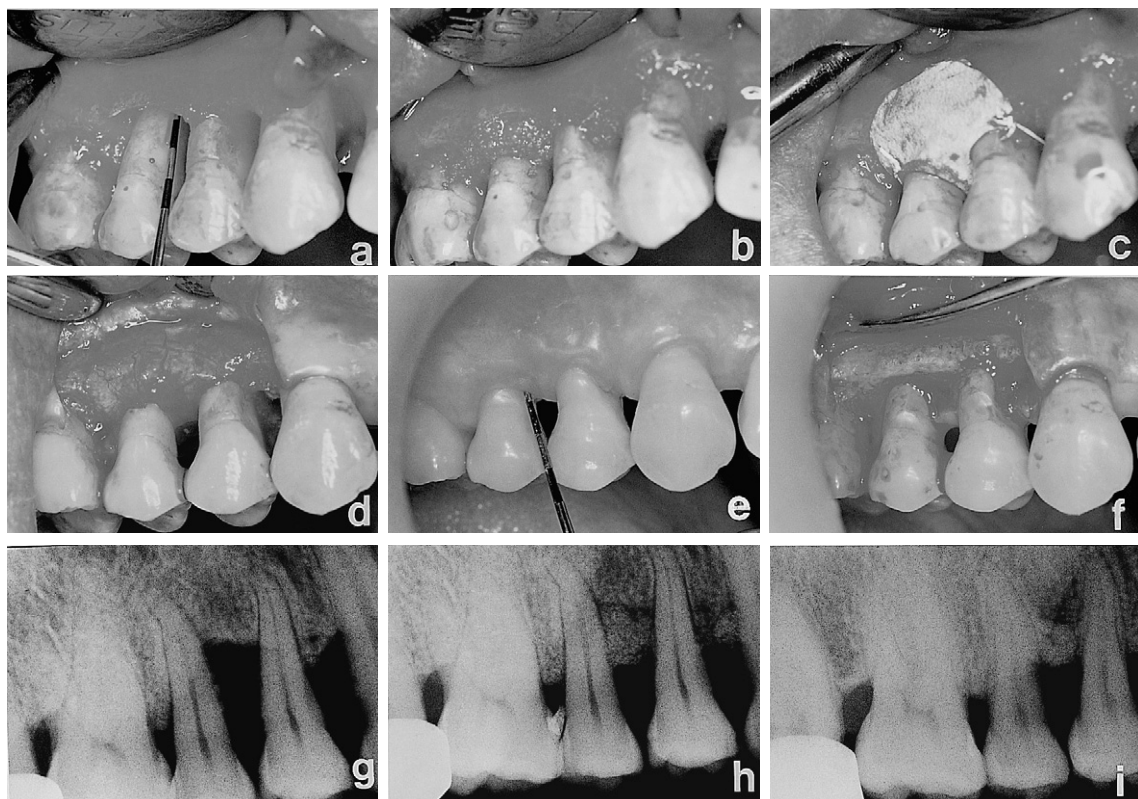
a. intraosseous defect at maxillary right 2nd premolar, b. implantation of calcium carbonate, c. ePTFE membrane coverage, d. regenerated tissue at membrane removal, e. clinical appearance at post-operative 5 years, f. regenerated bone at post-operative 5 years, g. preoperative radiography, h. radiography at membrane removal i. radiography at postoperative 5 years.
